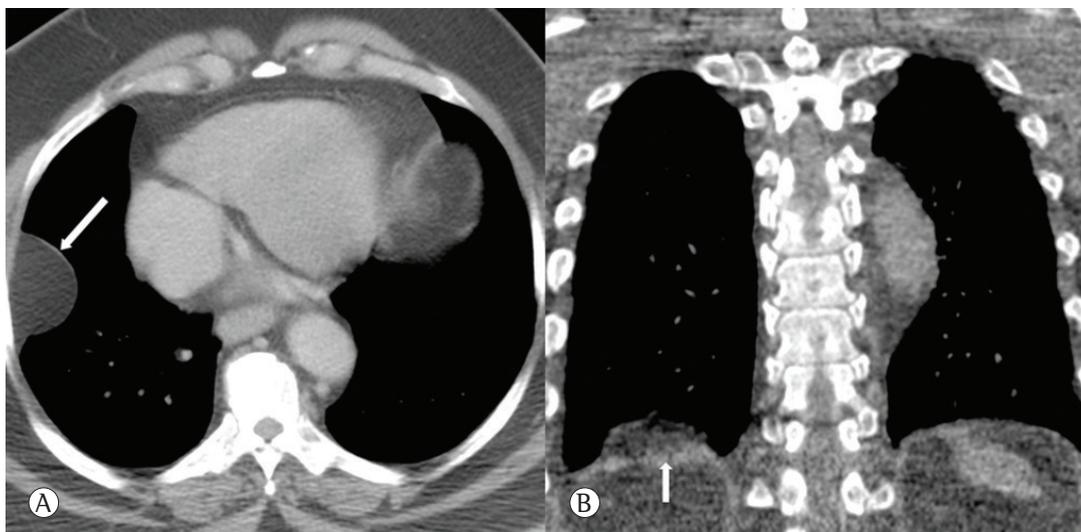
Imagens de TC. Em A, imagem axial com janela para o mediastino. A margem regular e o conteúdo adiposo homogêneo da massa na parede torácica lateral podem ser facilmente observados. Não há características invasivas, e é até possível observar uma parte da pleura encerrando a lesão (seta). Em B, imagem coronal reformatada ilustrando a posição do lipoma menor, logo acima do diafragma direito. O diafragma subjacente está intacto (seta). A lesão em questão também apresenta margem regular e conteúdo adiposo homogêneo.
